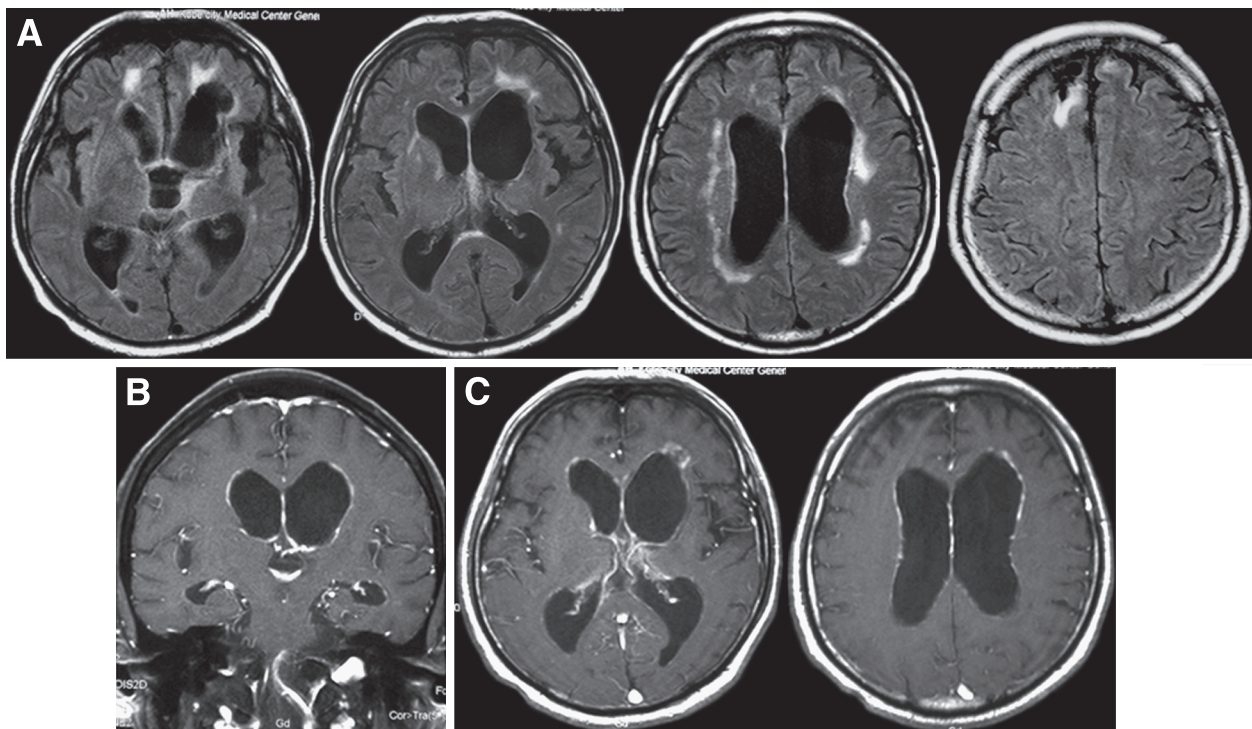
Brain MRI findings.
